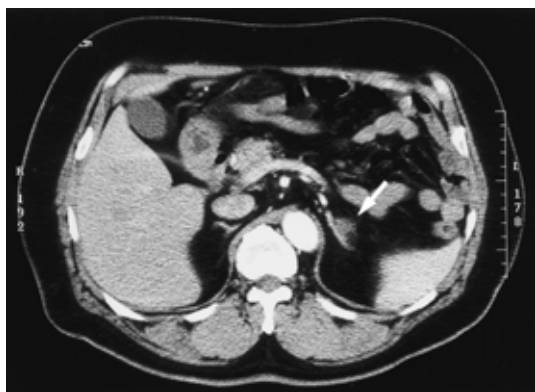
副腎CT.左副腎に約1.5 cmの腫瘍を認める(矢印).造影効果は正常副腎よりは弱い.
